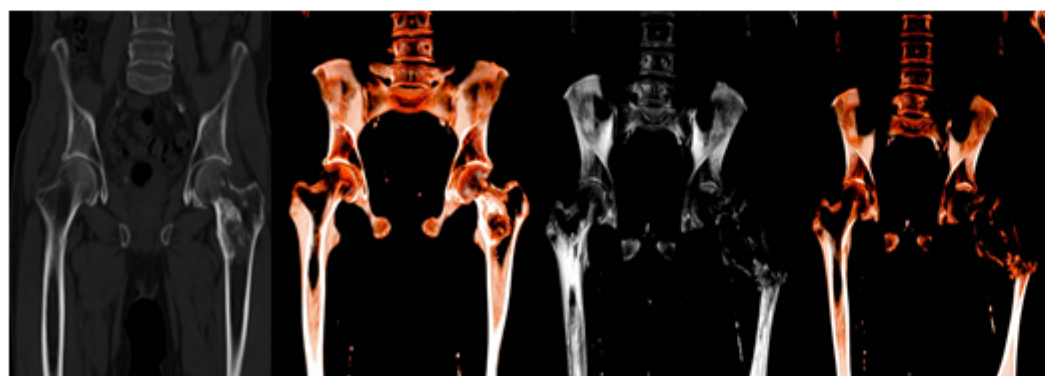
Evolución de 6 meses de paciente con cáncer de próstata y metástasis agresiva a fémur izquierdo con tomografía y reconstrucción 3D.
